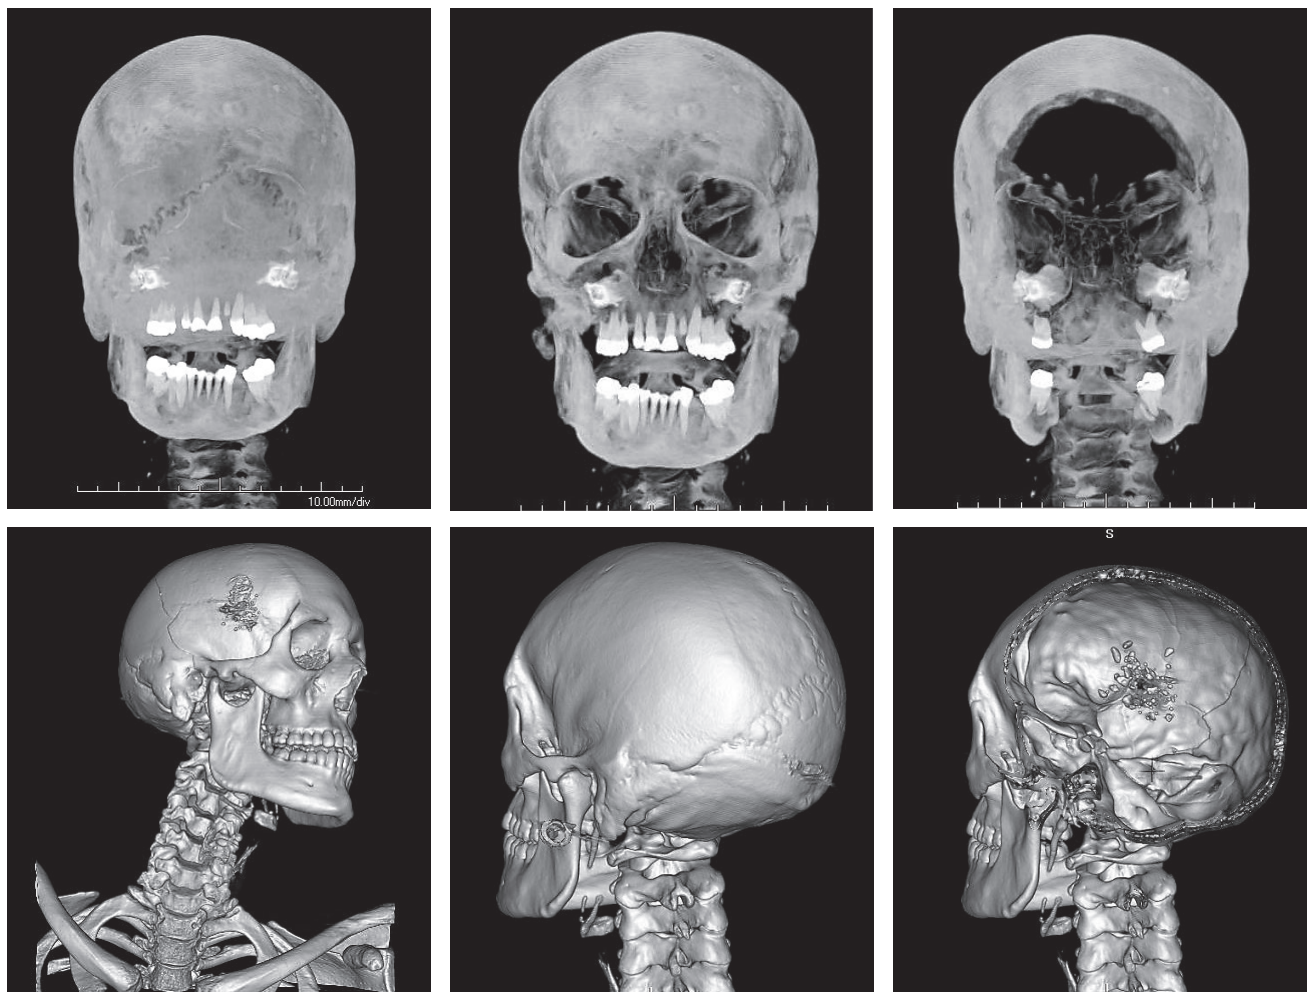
КТ-исследование черепа неопознанного трупа. Проекция максимальной интенсивности (MIP) и 3D реконструкция [18].
